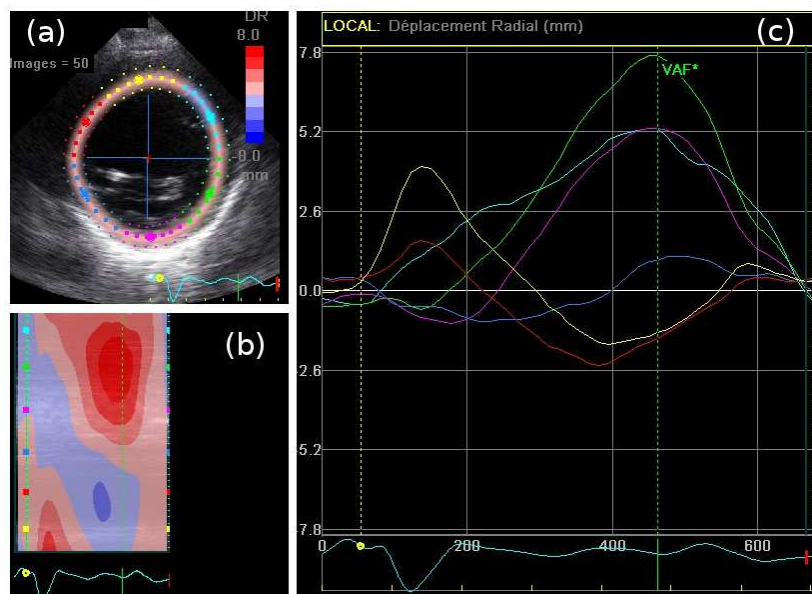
Exemple d'échocardiographie par *speckle tracking* : le myocarde est délimité et les déplacements radiaux (mm) sont évalués sur six segments au cours d'un cycle cardiaque. Vue petit axe basale pour un patient souffrant d'asynchronisme. (a) : ligne centrale du myocarde (région d'intérêt définie par le cardiologue). (b) : représentation en cartographie bi-dimensionnelle des déplacements estimés. (c) : courbes de déplacements en fonction du temps pour chaque segment.
